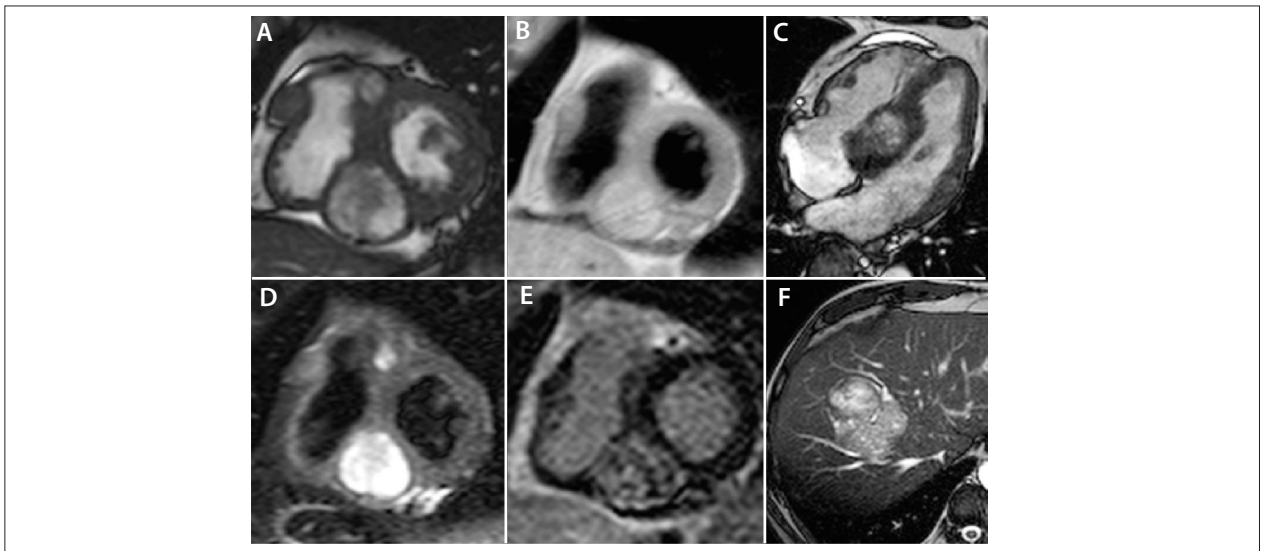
Ressonância magnética. Múltiplas lesões metastáticas cardíacas (A–E). A e C: Imagens cardíacas em eixo curto e quatro câmaras em estado estacionário. B e D: Imagens cardíacas de tripla e dupla inversão-recuperação de eixo curto. E: Imagem de realce tardio cardíaco em eixo curto. F: Lesão metastática hepática isolada, imagem abdominal axial em estado estacionário.
